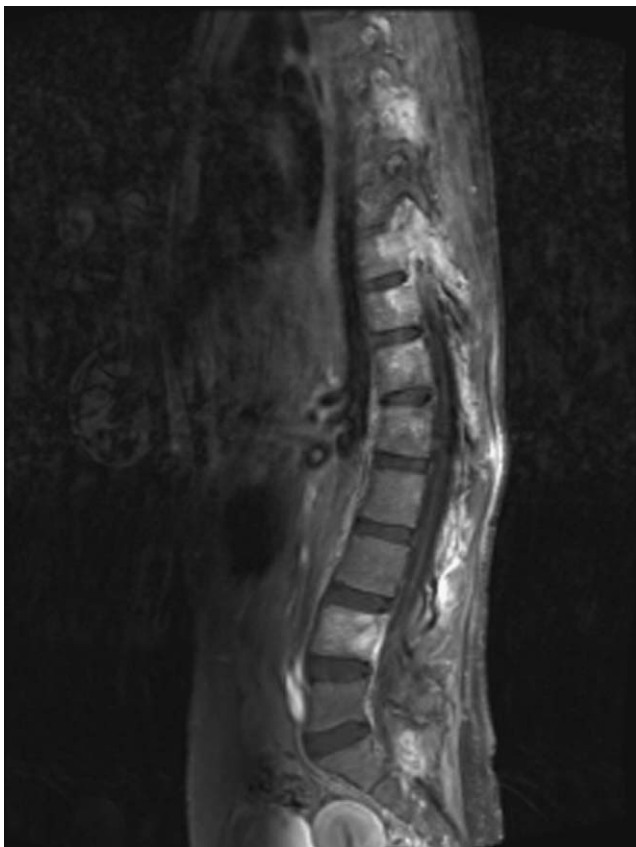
Resonancia magnética previa al inicio del tratamiento. Múltiples lesiones en las vértebras y en la musculatura paravertebral.
